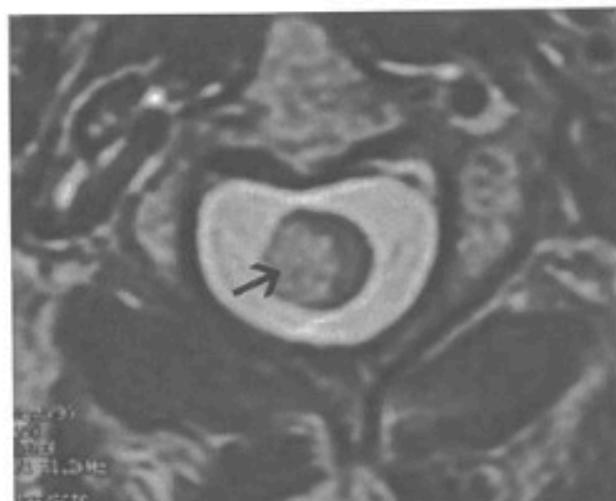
Ressonância Magnética da coluna cervical ponderada em T1. Corte axial ao nível de C2. Sinal hiperintenso (seta) sugestivo de lesão actínica envolvendo a hemi medula direita.
